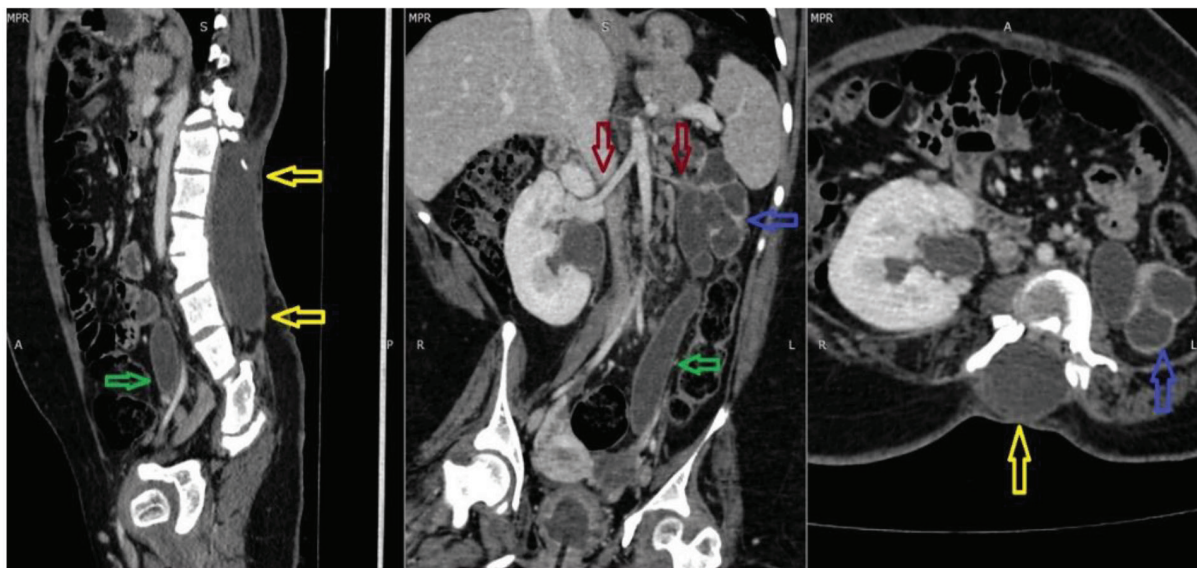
Дівчинка 15 років. МІР КТ. Пізня артеріальна фаза. Менінгоцеле (жовті стрілки). Ниркові артерії (червоні стрілки), ліва гіпоплазована. Гідронефротична трансформація лівої нирки (сині стрілки), лівий мегауретер (зелені стрілки).
